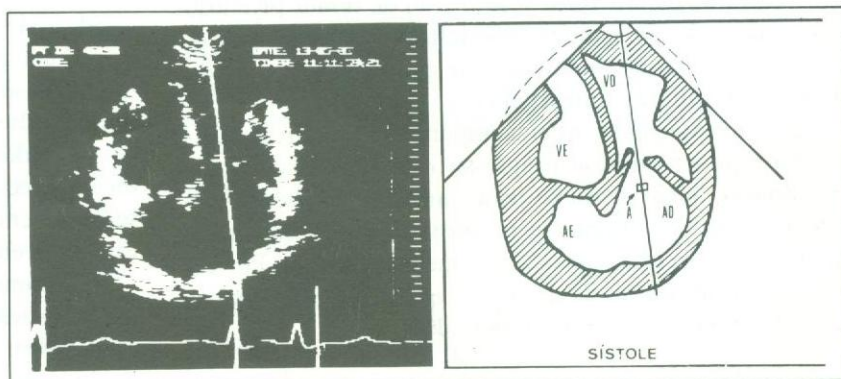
Ecocardiograma bidimensional com *doppler* pulsátil mostrando o posicionamento da amostra de volume (A) no interior do átrio direito (AD). AE = átrio esquerdo, VD = ventrículo direito; VE = ventrículo esquerdo.
